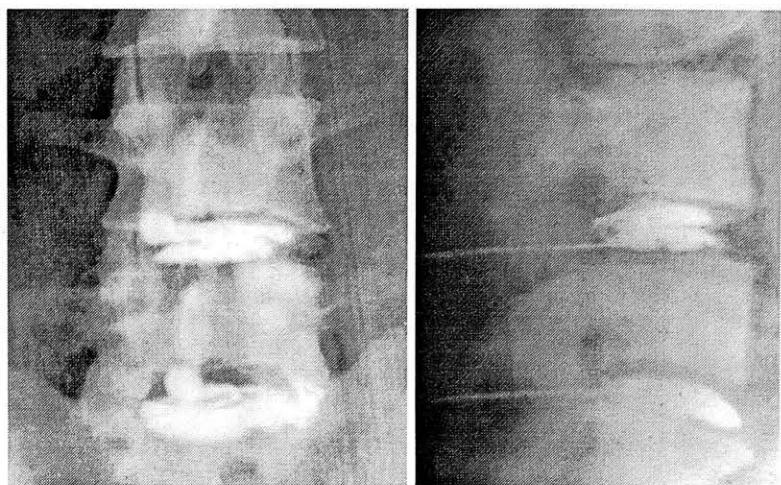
Протрузия L4—5 диска.
